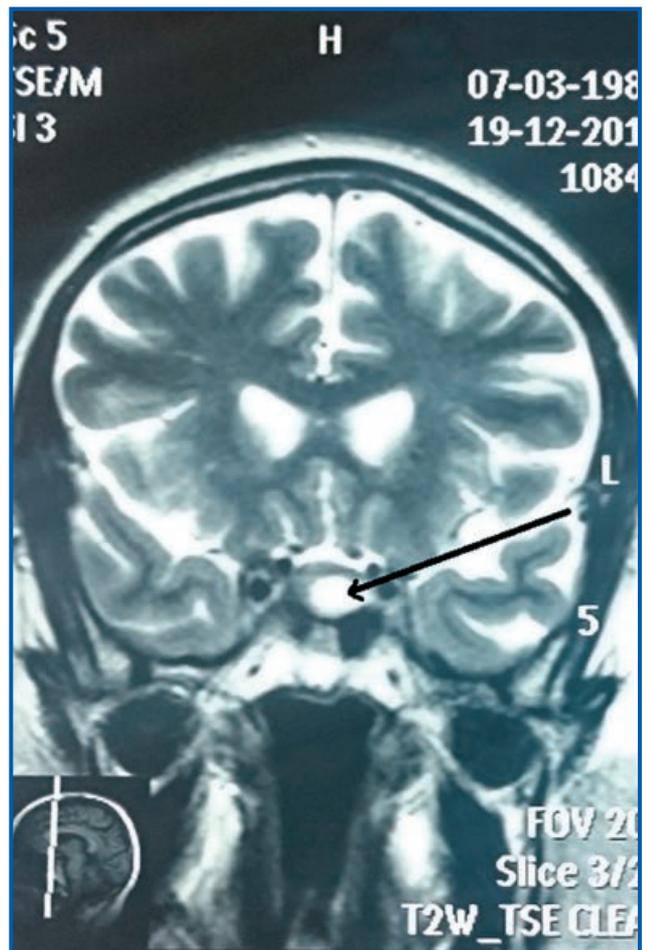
МРТ гипофиза пациентки А.: в области турецкого седла картина кистовидного объемного образования аденогипофиза с инфралагероселлярным ростом
